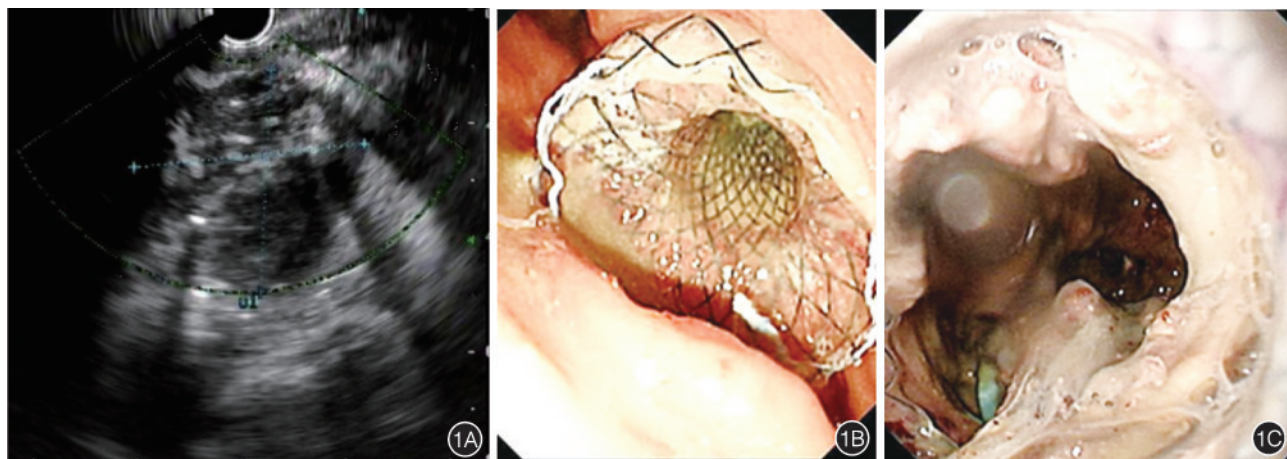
超声内镜下经胃穿刺支架引流及坏死组织清除术 1A:超声内镜下见距离胃壁小于1 cm的感染性胰腺坏死,有明确的炎性壁,内含坏死物质;1B:内镜下见双腔固定支架置入胃壁;1C:内镜下见囊腔内大量坏死物质,经金属支架行清创治疗
